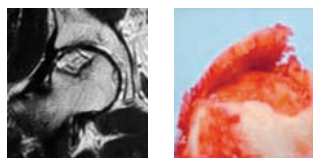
Ostéonécrose stade 3 : signe de la « coquille d'œuf ». Aspect en coup d'ongle à l'IRM
